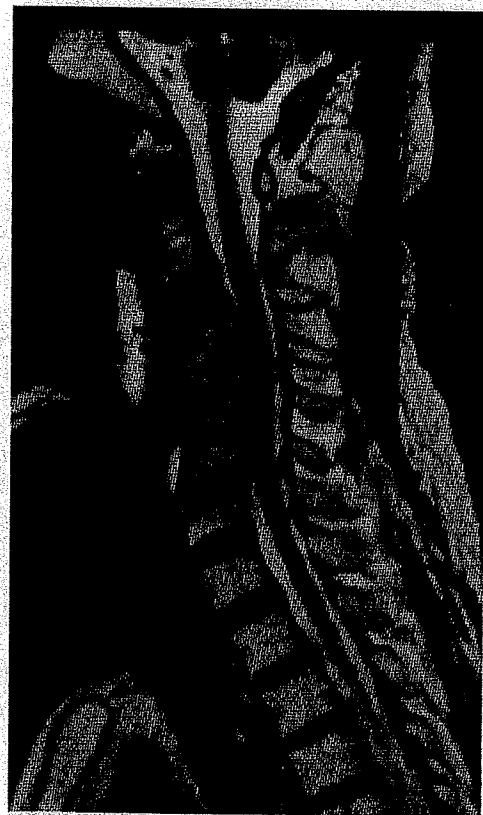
An MRI 5 months after surgery revealed disappearance of the epidural abscess.
